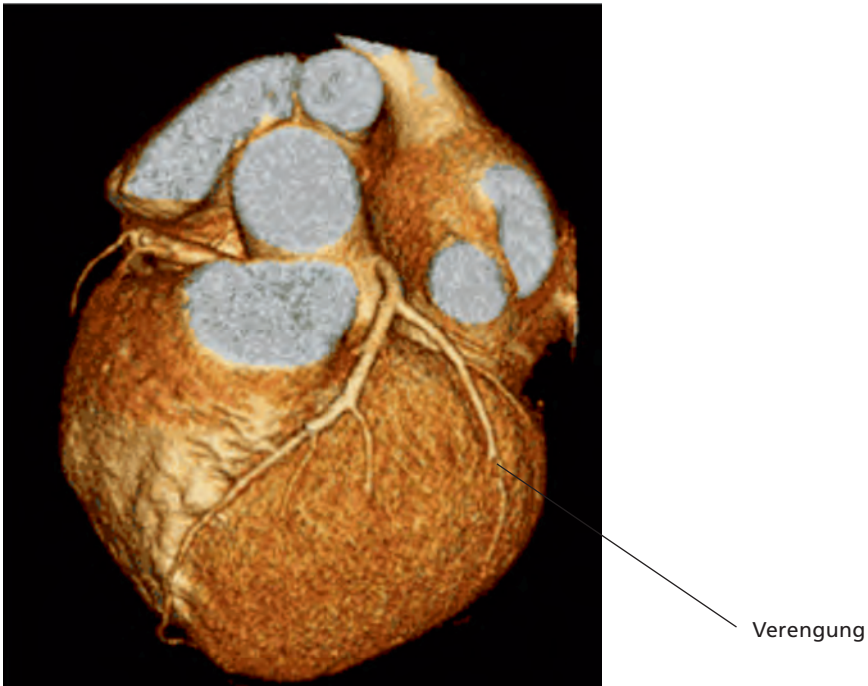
Kardiale Computertomografie (CCT)
